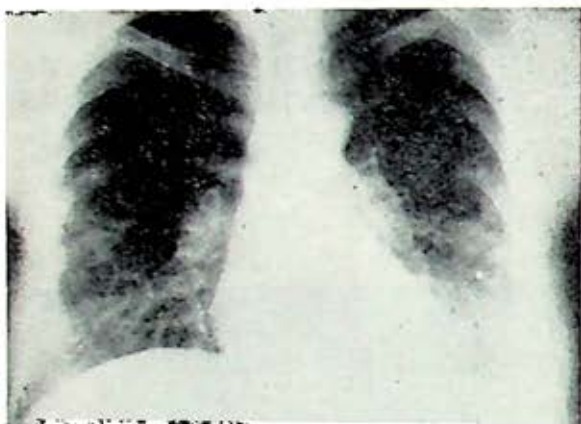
Radiografía de tórax de un caso de AAE en fase crónica. Se aprecian opacidades reticulares bilaterales difusas, irregulares, con imagen en "panal de abeja".
